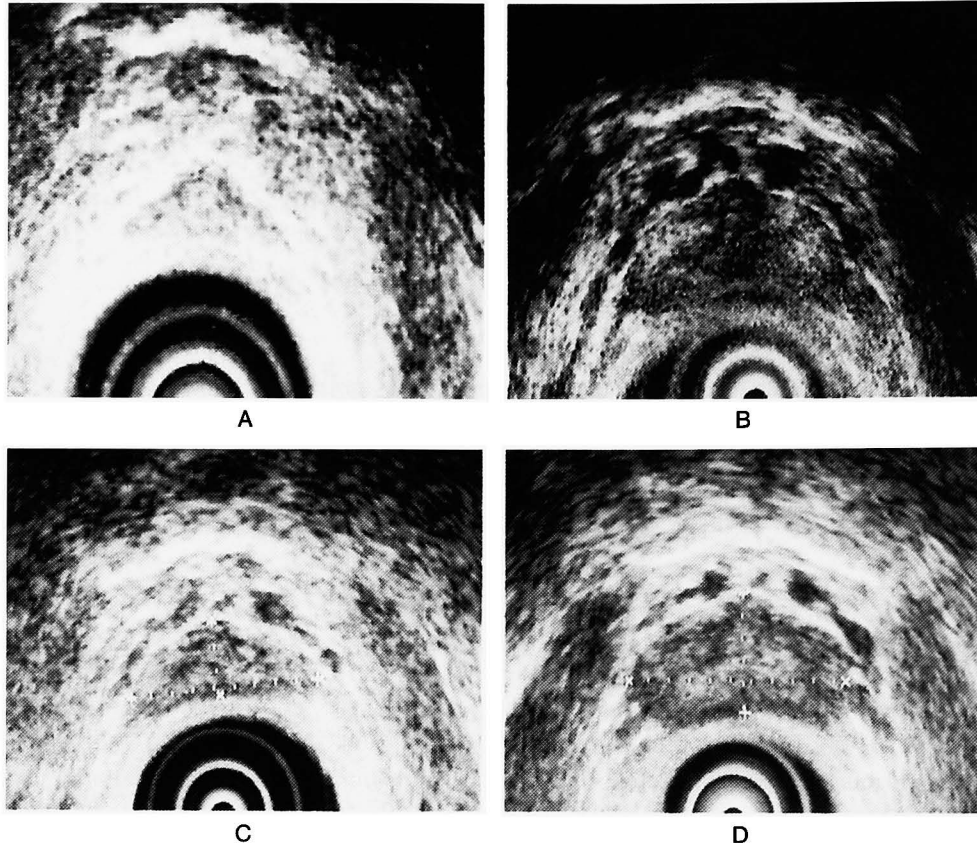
Transrectal ultrasonograms of the prostate showing dynamic changes associated with hCG/hMG replacement therapy. A: before treatment (February, 1996), B: during treatment (November, 1997), C: before re-treatment (September, 2000), D: at present (January, 2003).
